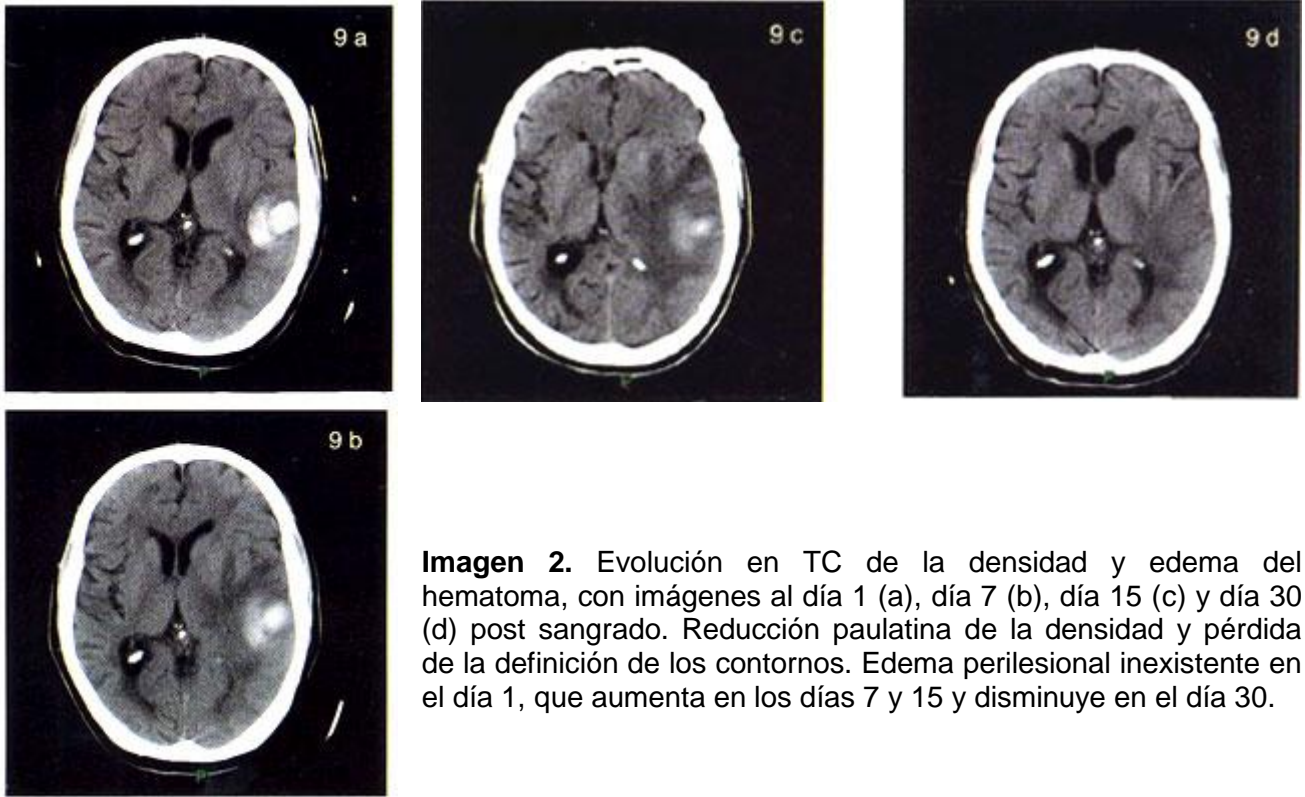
Evolución en TC de la densidad y edema del hematoma, con imágenes al día 1 (a), día 7 (b), día 15 (c) y día 30 (d) post sangrado. Reducción paulatina de la densidad y pérdida de la definición de los contornos. Edema perilesional inexistente en el día 1, que aumenta en los días 7 y 15 y disminuye en el día 30.
